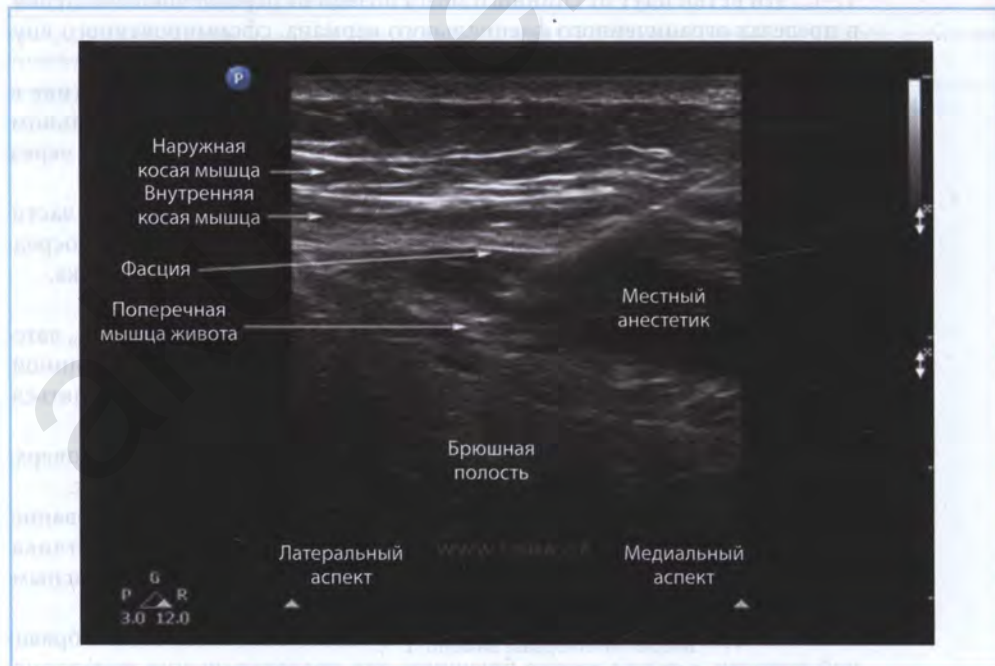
Блокада поперечного пространства живота (ТАР-блокада) с иллюстрацией того, как местный анестетик распределяется в плоскости поперечной мышцы живота. (Воспроизведено с разрешения: Ultrasound for Regional Anesthesia. <http://www.usra.ca/taplocal.php>. Accessed April 8, 2015. Copyright © 2008. Ultrasound for Regional Anesthesia, Toronto West Hospital. All rights reserved)
